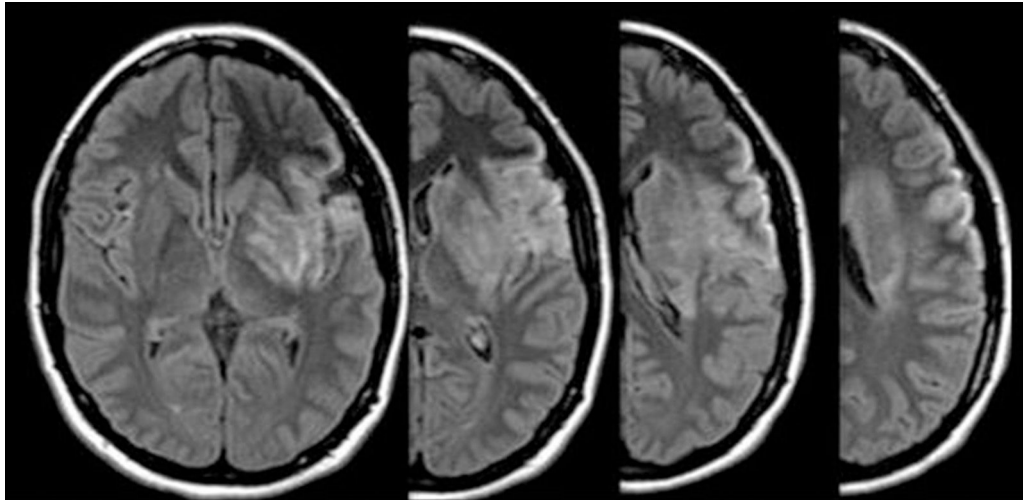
RM secuencia FLAIR donde se evidencia lesión isquémica que compromete el territorio fronto-parieto-insular y ganglios basales a izquierda.
